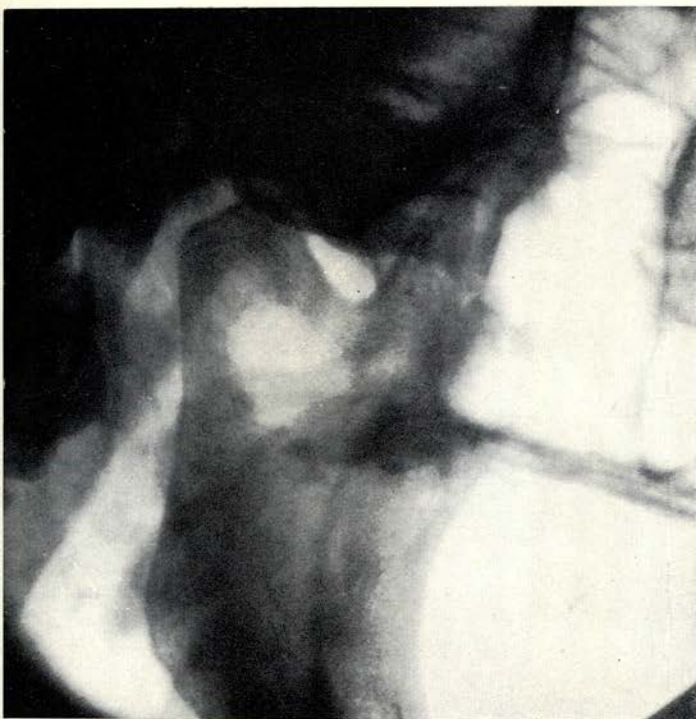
Patiënte C: röntgenfoto uit 1952. In het centrum van de opstijgende tak is een amandelgrote opheldering te zien.
